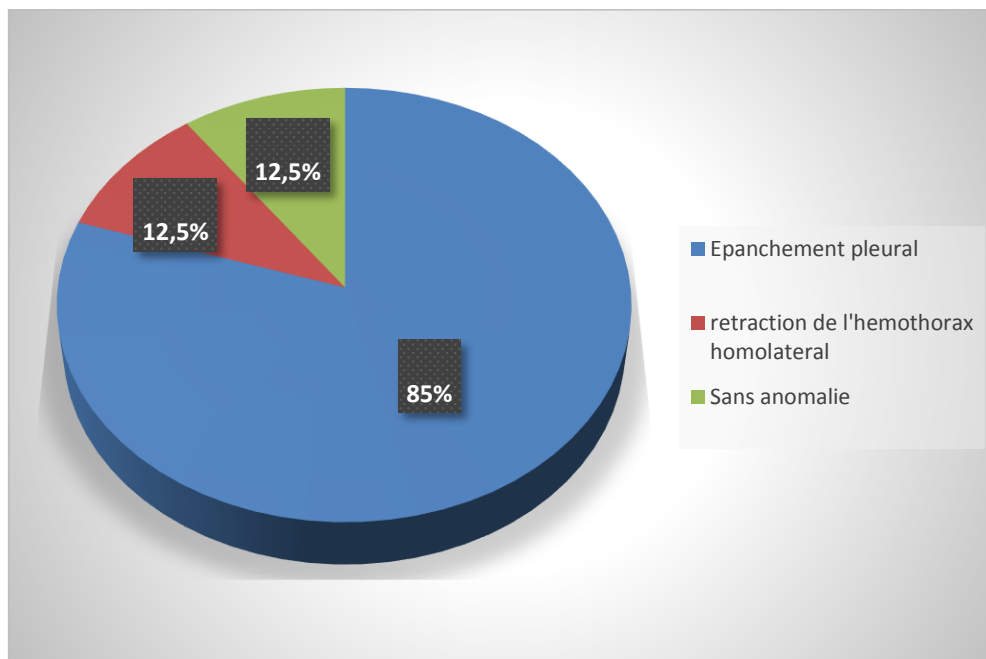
résultats de la radiographie de thorax.
